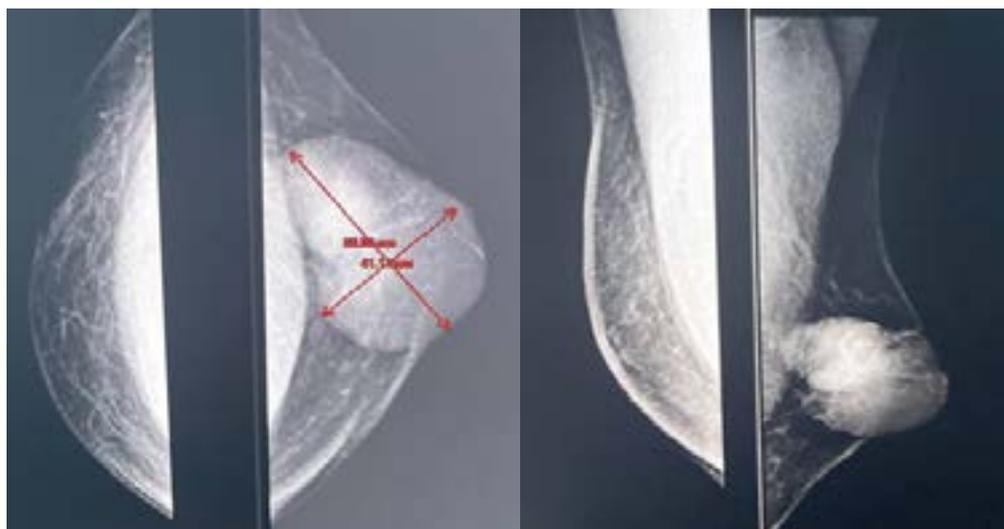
Рентгеновская маммография. Больной Ю., 60 л. На маммограмме в правой грудной железе в верхненаружном квадранте определяется образование неправильной формы с неровными контурами, размерами 58×41 мм. Сосок уплощен. BIRADS – 4b. Левая грудная железа без особенностей.
